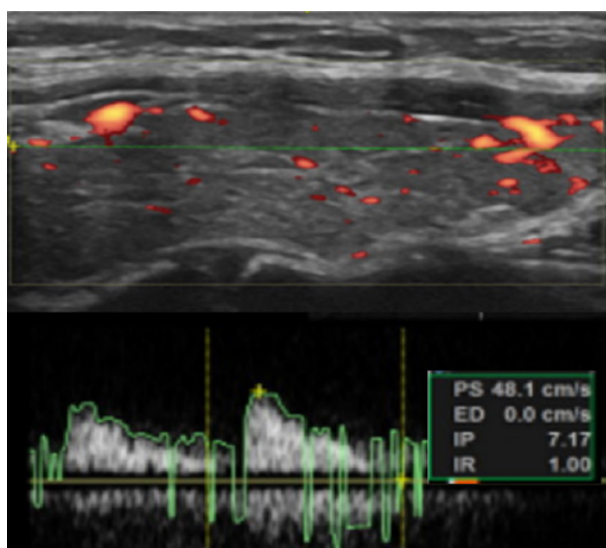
Ecografía Tiroidea.
